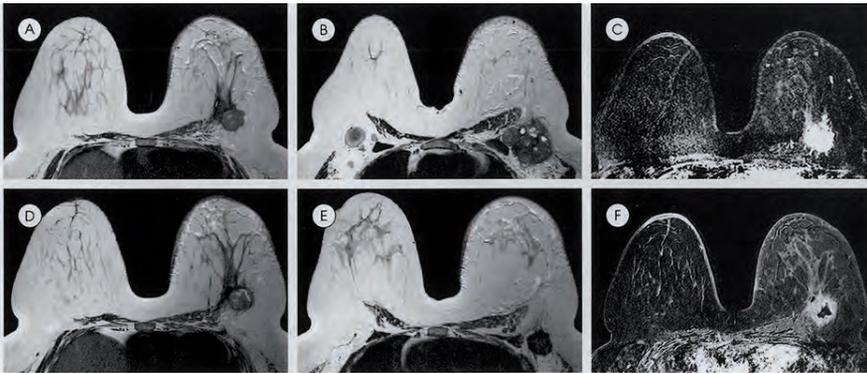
RM area focale di enhancement (C) alla mammella di sinistra con evidente ipointensità centrale per fenomeni di necrosi da chemioterapia in atto (F)
